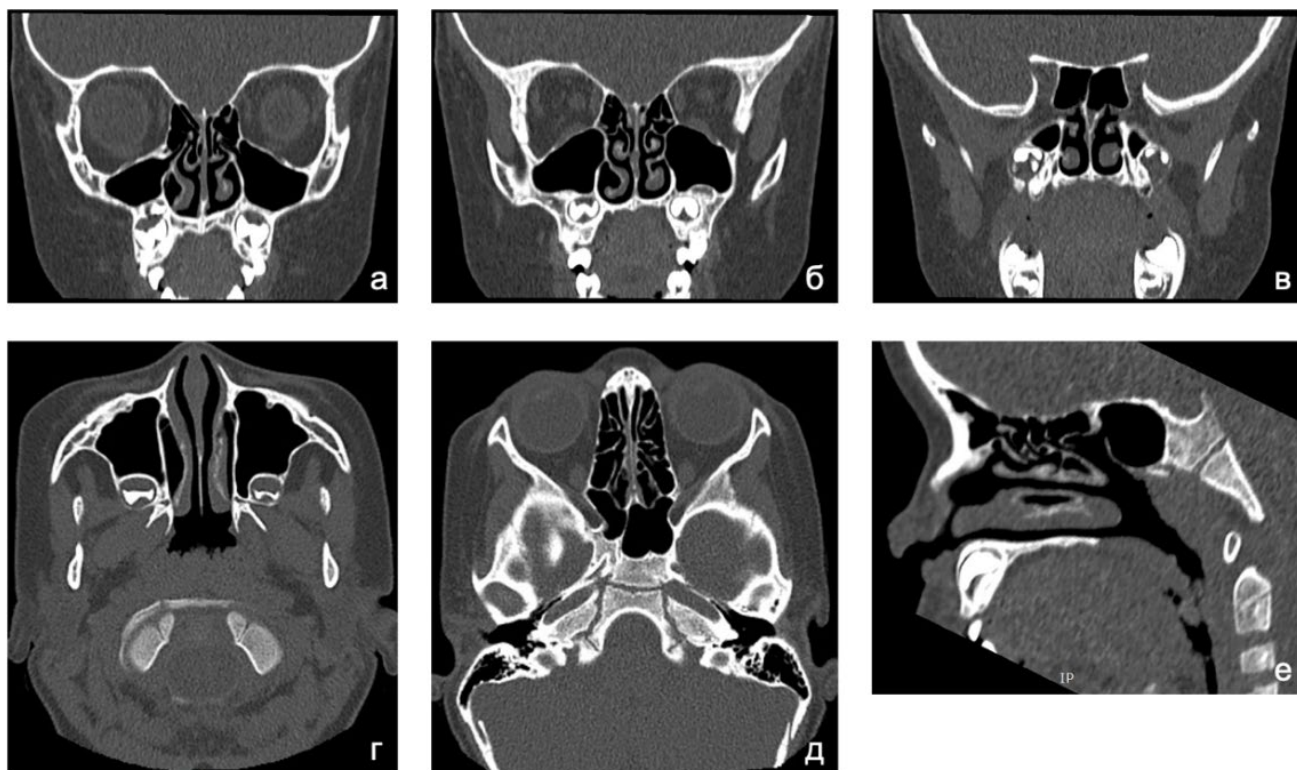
Нормальная КТ-картина ОНП у пациентки с МВ 17 лет (генотип CFTRdele2,3/E92K): (а-в) коронарная проекция, (г-д) аксиальная проекция, (е) сагиттальная проекция: нормальная пневматизация всех групп ОНП, проходимость соустья ВЧП и клиновидных пазух, отсутствие гипоплазии лобных и клиновидных пазух
